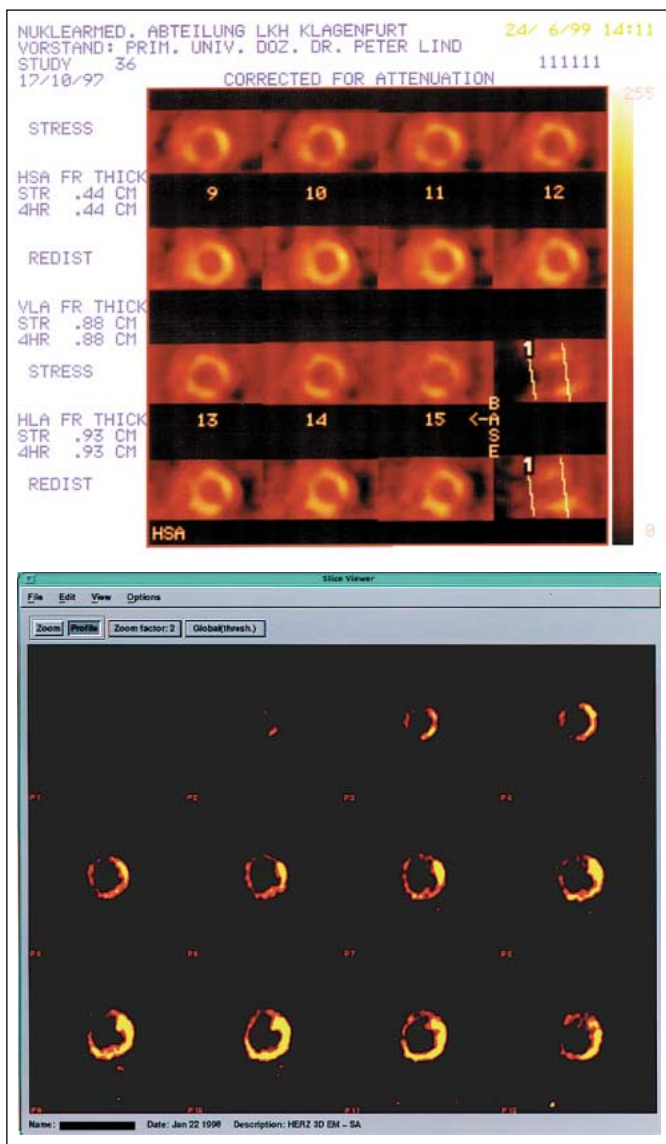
72-jähriger Pat., St. p. Vorderwand- und Hinterwandinfarkt, im Echo leicht reduzierte Linksventrikelfunktion, Hypokinesie distale Hinterwand und Vorderwand, Koronarangiographie: proximaler Verschluss der LAD und hochgradige Stenose des 1. Diagonalastes, CX 80 %, prox. RCA 60 %. Im Tl-201-SPECT irreversibler Speicherdefekt über der Hinterwand mit diskreter Speicherung nach Reinjektion, Cardio-PET: deutliche Speicherung posterior und posteroseptal, sowie basale Vorderwand. Nach einem frustrierten Versuch der PTCA der LAD erhält der Pat. einen aortokoronaren Dreifachbypass (LIMA-LAD, SV-1. Diagonalast, SV-RCA).
